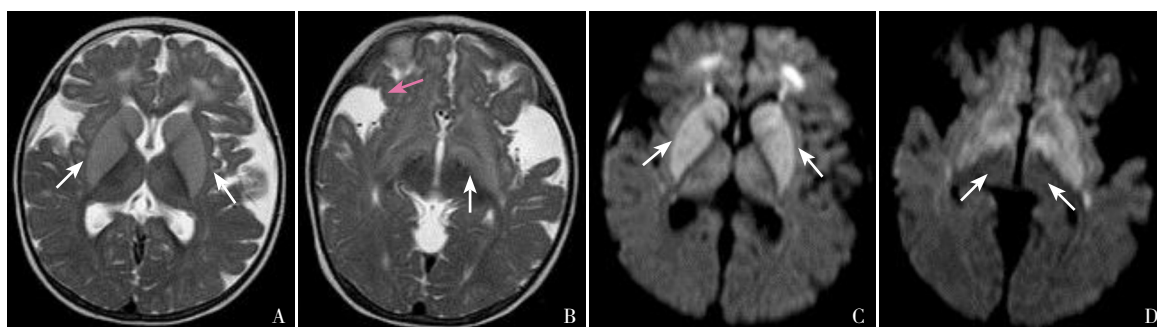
病例2头颅MRI结果 A: 横断位T2WI上双侧苍白球、豆状核及尾状核头均呈对称性高信号影(箭头所示); B: 横断位T2WI上双侧大脑脚可见对称性高信号影(白色箭头所示), 双侧颞部蛛网膜下腔明显增宽(红色箭头所示); C: 横断位DW序列双侧苍白球、豆状核及尾状核头呈对称性高信号影(箭头所示); D: 横断位DW序列双侧大脑脚可见对称性高信号影(箭头所示)。
